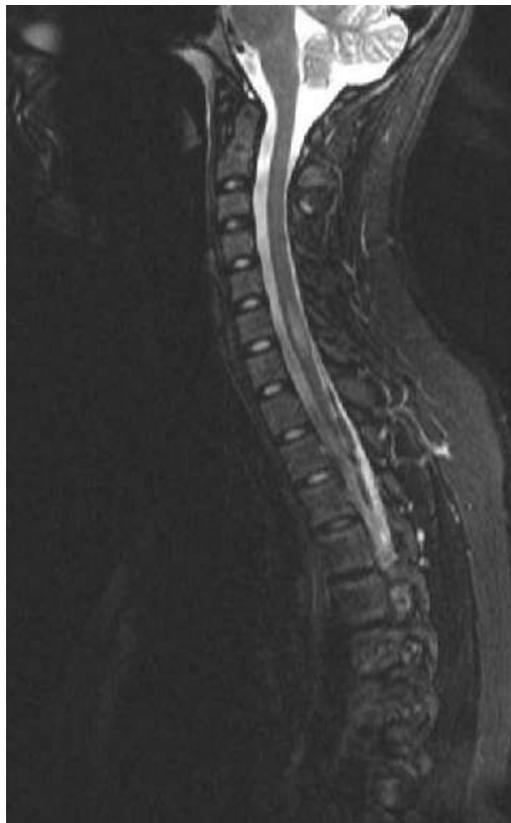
Imagen de resonancia magnética en T2 con alta carga de lesiones infratentoriales (en médula espinal). Caso cortesía de Sandeep Bhuta, Radiopaedia.org, rID: 5483
